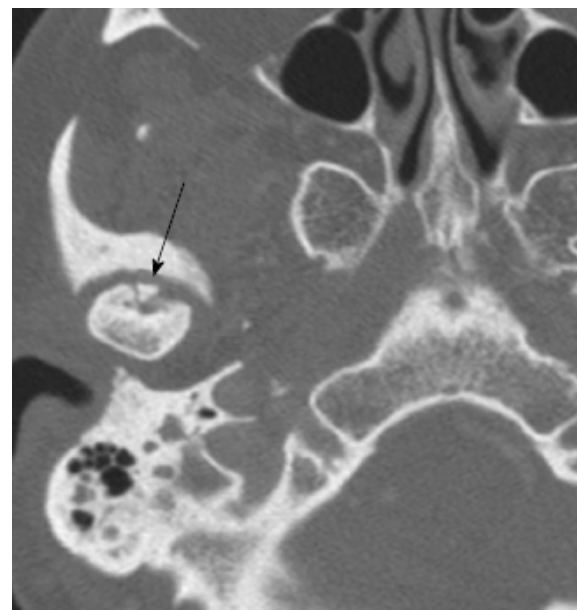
Остеохондрит дисеканс. Аксіальне зображення комп'ютерної томографії на рівні скронево-нижньощелепного суглоба демонструє невеликий кістковий фрагмент (стрілка) в передній частині диска. Помітні лінійні зони просвітлення, що оточують фрагмент
